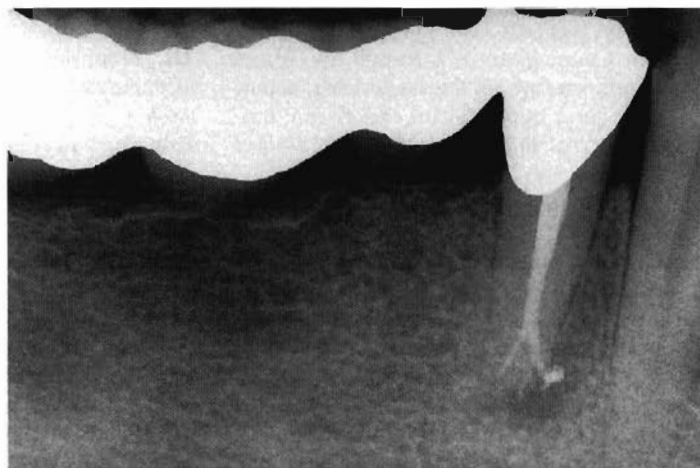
Radiografia postoperatoria. Occorre permettere agli irriganti di compiere completamente la loro azione. Solo così il trattamento (detersione ed otturazione) sarà veramente tridimensionale.
